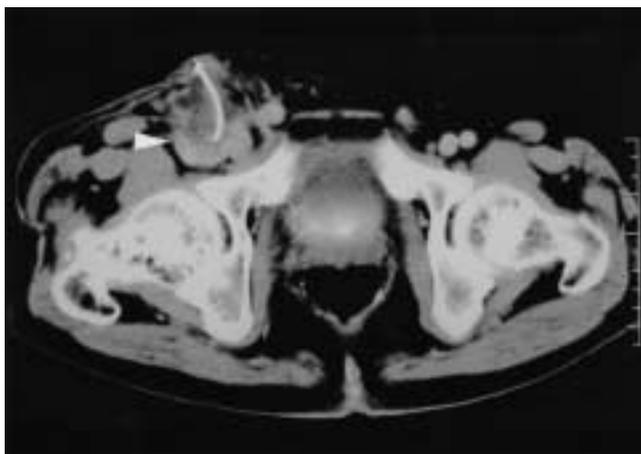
Enhanced computed tomography shows the right femoral pseudoaneurysm. Culture of perianeurysmal tissue, seen as a vague mass (arrow), was positive for methicillin resistant *S. aureus*.
